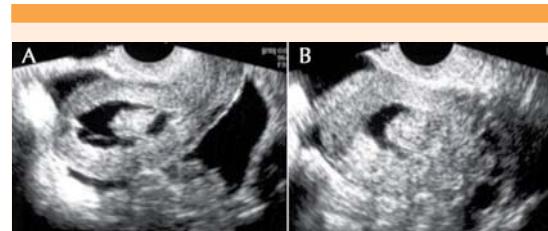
Histerosonografía complementaria a histeroscopia de consultorio. A) Vista longitudinal del útero (se identifican restos placentarios adheridos a la cara posterior, a través de un pedículo) y B) vista transversal del cuerpo uterino.
